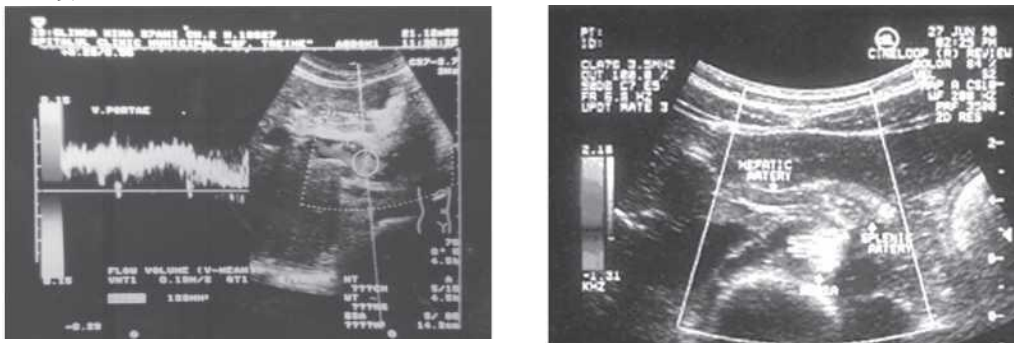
Doppler-floumetria
